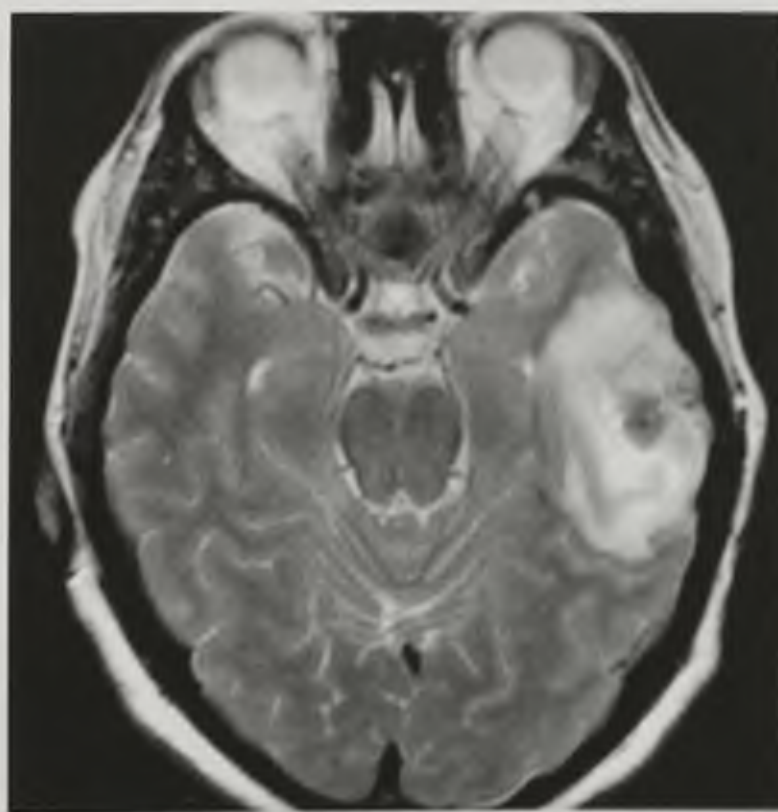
Магнитно-резонансная томограмма, T2-взвешенное изображение в аксиальной плоскости. Ушиб левой височной доли с геморрагическим пропитыванием
